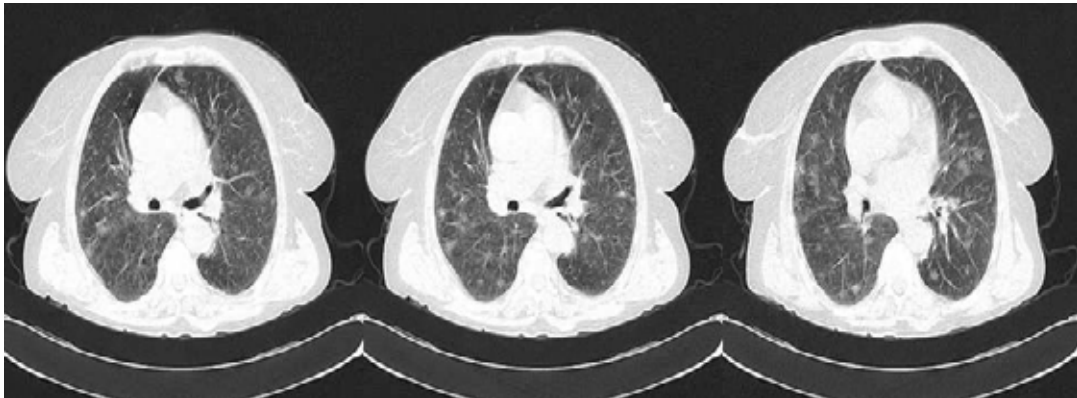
CT torakale me infiltrate difuzebilateral pseudo-nodulare.
